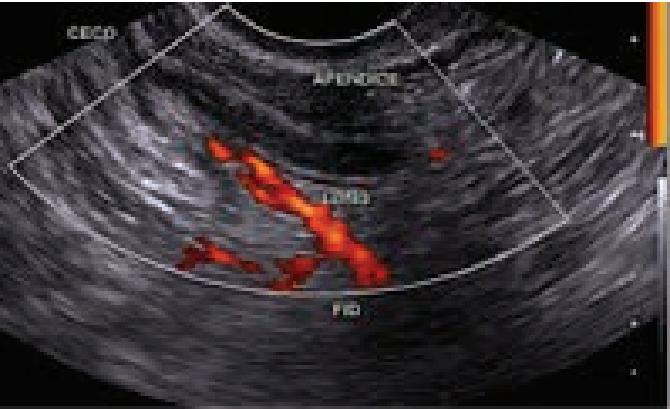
Aquisição endovaginal com ultrassonografia 2D e análise com Doppler de amplitude evidenciando imagem longitudinal compatível com apendicite aguda e aumento da vascularização periapendicular
